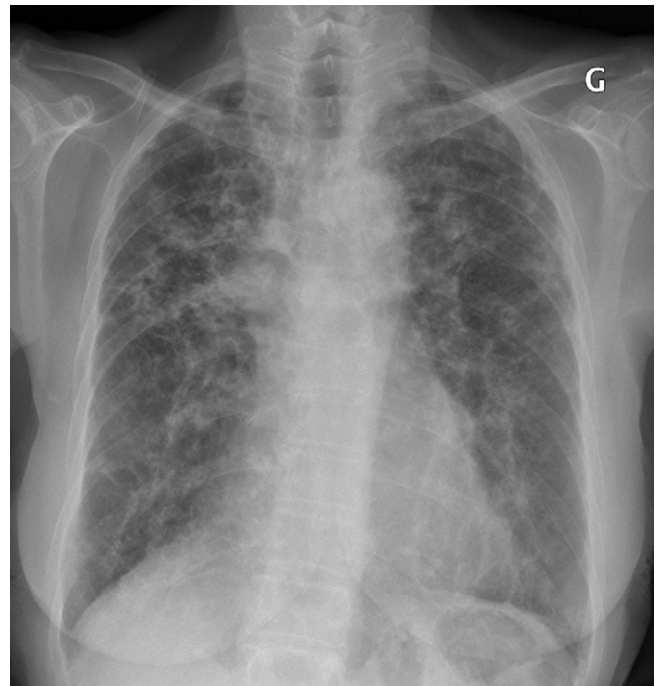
Radiographie de sarcoïdose de type 4.
